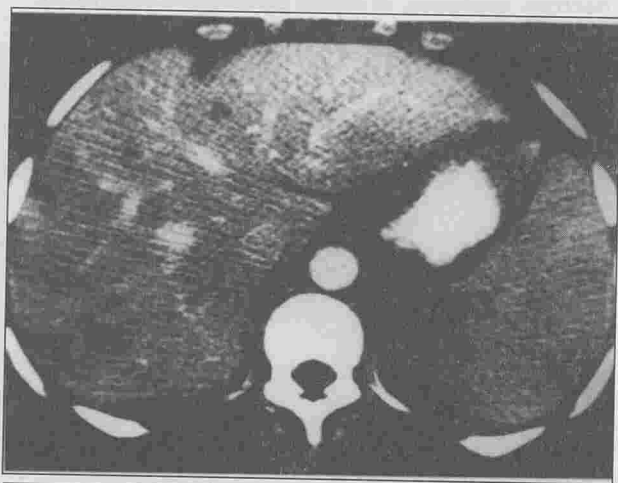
TDM abdominale : Foie multinodulaire, nodule splénique au niveau du hile.
